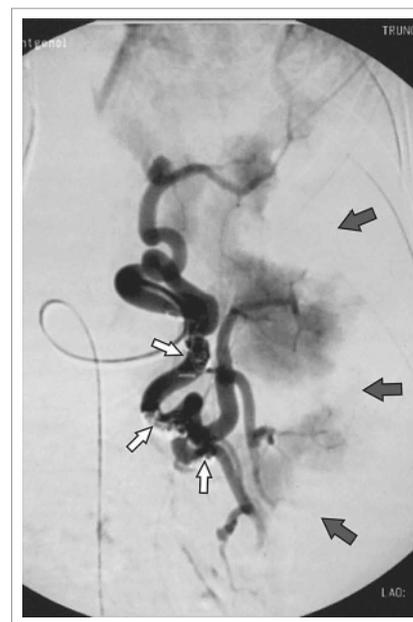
24.07.2008 г. Контрольный снимок: после эмболизации металлическими спиральями (белые стрелки). Отмечается замедление кровотока по СА, зоны нарушения перфузии (серые стрелки)
